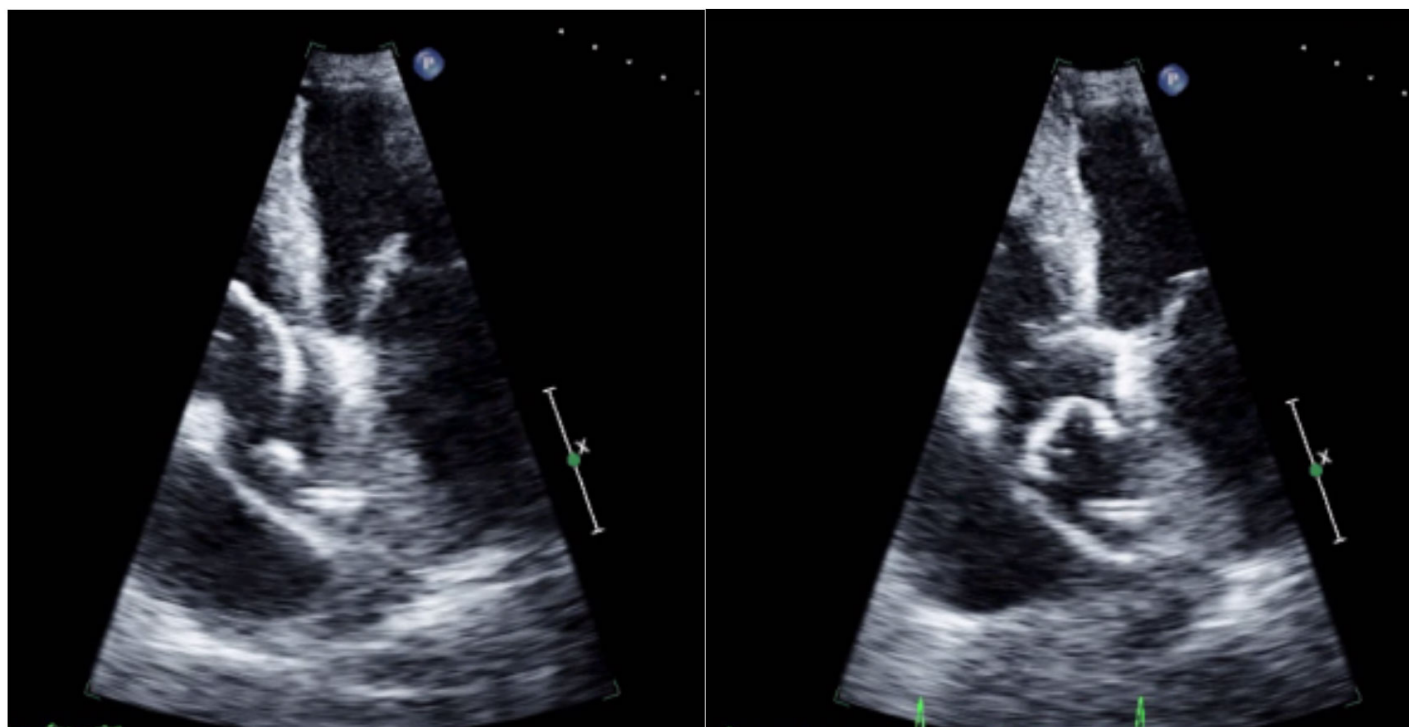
Ecocardiogramma transtoracico eseguito durante la biopsia cardiaca con evidenza di una immagine in plus serpinginosa nell'atrio destro riconducibile al trombo formatosi all'interno del catetere guida.
